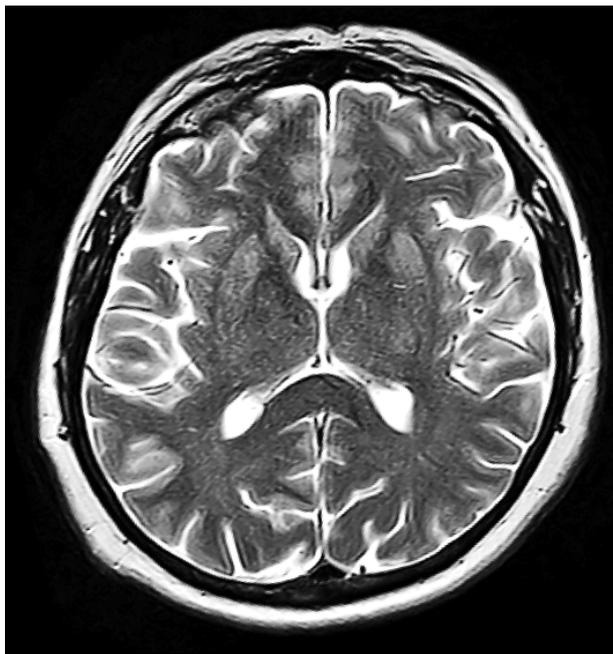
МР-томограмма в режиме T2-взвешенного изображения. Отмечаются зоны гиперинтенсивного сигнала в теменно-затылочной области коры с двух сторон, хвостом ядре и скорлупе с двух сторон
